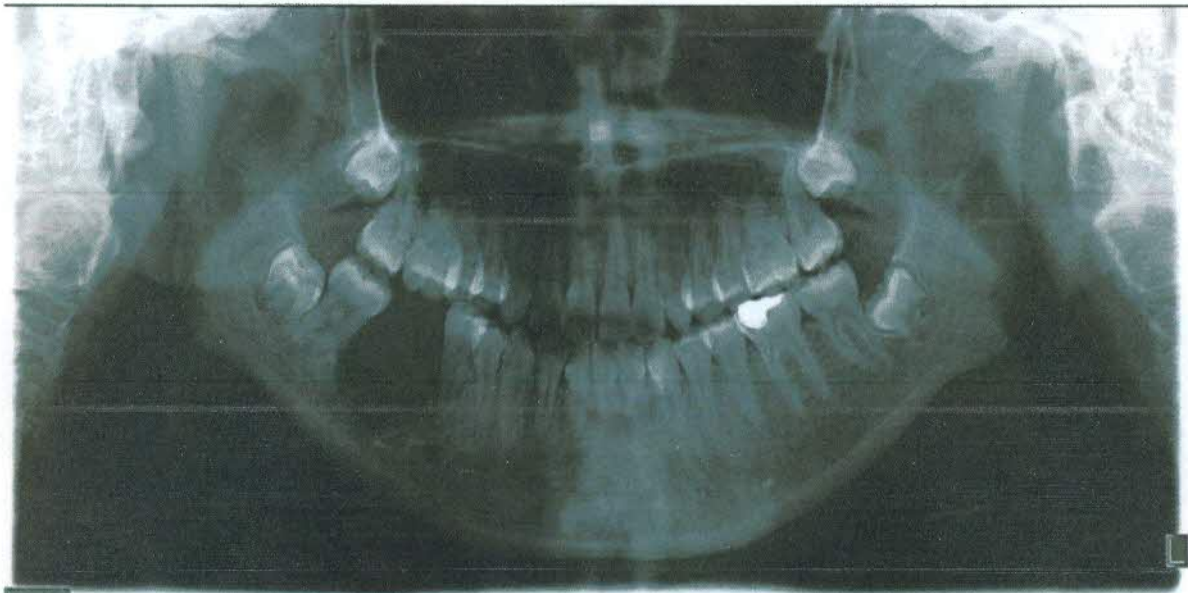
Ortopantomografía, donde se evidencia una zona radiolúcida multilocular localizada en el espacio del OD46 (ausente por extracción previa). Fuente directa.
